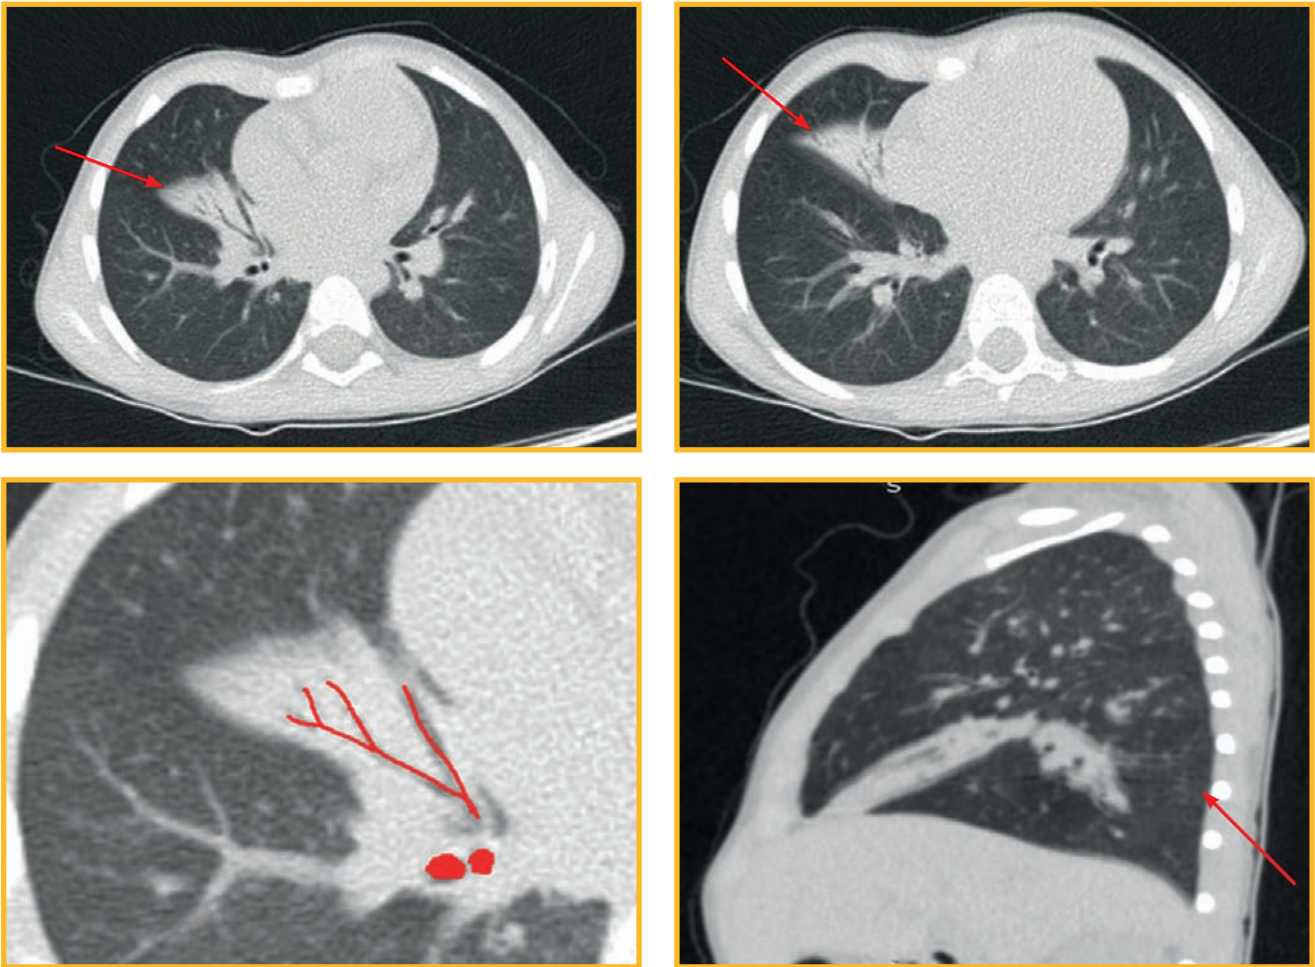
Пациент № 1 4 лет. Рентгеновская компьютерно-томографическая картина фиброателектаза средней доли правого легкого: легочная ткань неравномерной воздушности с двух сторон с чередованием нормальных участков и участков «матового стекла» с четкими границами («воздушные ловушки»)
